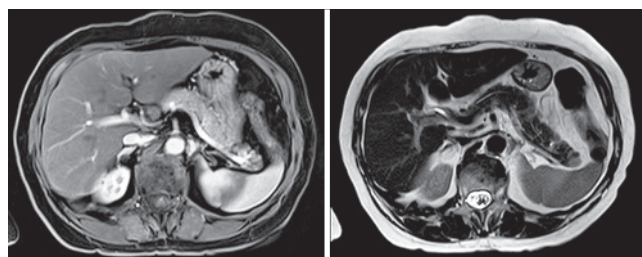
Ressonância magnética de abdome (T1 e T2)
